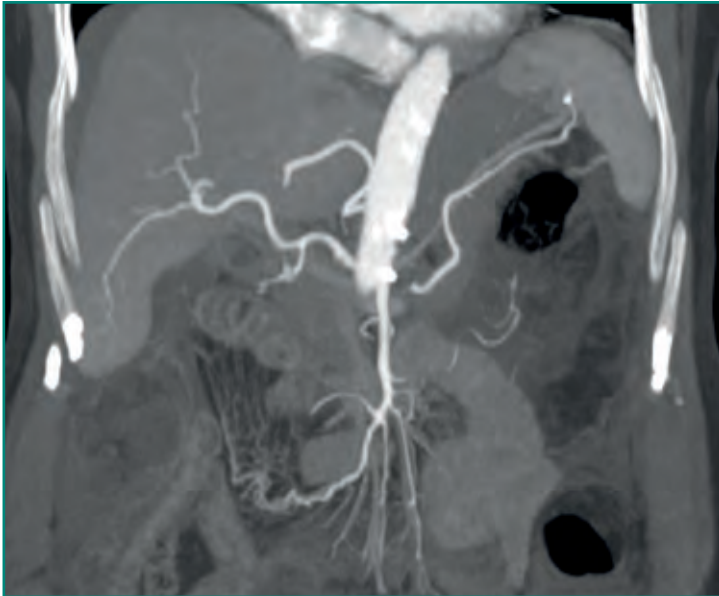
Angio-TC de aorta y ramas principales esplácnicas.
